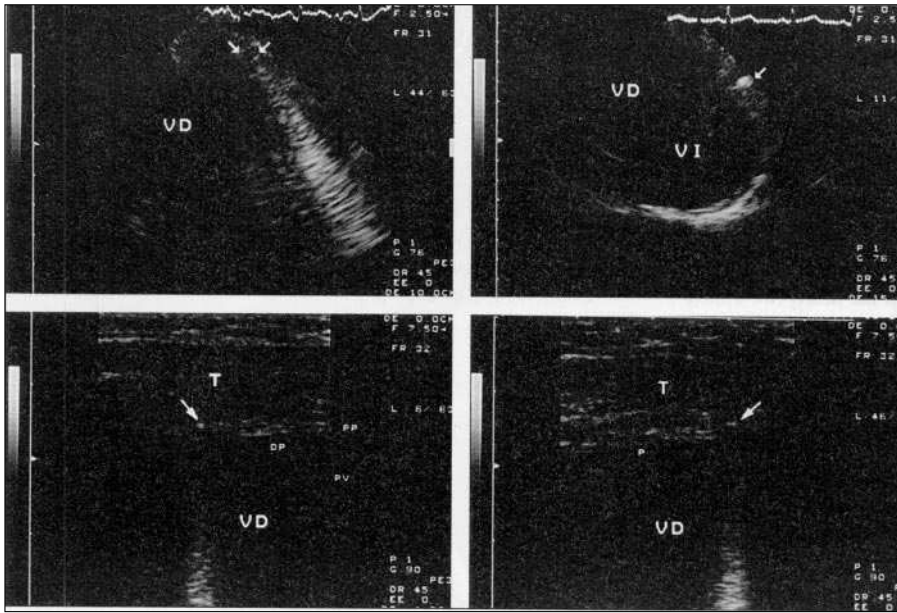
Porción superior: ecocardiogramas transtorácicos obtenidos con transductor de 2,5 MHz situado en la zona paraesternal izquierda. A la derecha se observa un corte transversal visualizándose una imagen hiperecoica en el surco interventricular anterior. A la izquierda en un corte transversal modificado para visualizar mejor el ventrículo derecho se aprecian dos imágenes hiperecoicas con refuerzo posterior situados sobre la pared anterior del ventrículo derecho. Porción inferior: con transductor de 7,5 MHz se aprecia con exactitud la localización extrapericárdica de estos dos últimos proyectiles; DP: derrame pericárdico; VD: ventrículo derecho; VI: ventrículo izquierdo; T: pared torácica; PP: pericardio parietal; PV: pericardio visceral.
